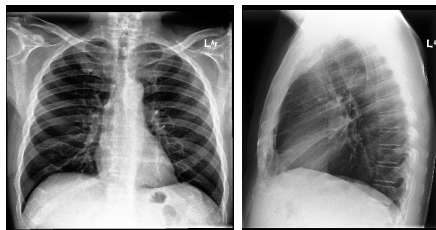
Radiografia frontal e lateral de um mesmo paciente.
